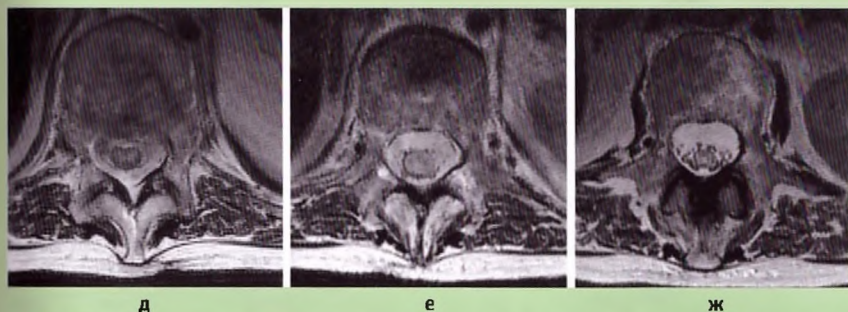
Острая ишемия спинного мозга в бассейне передней спинальной артерии. МРТ выполнены через 12 часов (а, б, д) и через 3 дня (в, г, е, ж) от начала заболевания. На изображениях также видны переломы тел позвонков на фоне остеопороза, однако все они давнишние и потому не имеют отношения к острым неврологическим расстройствам:
